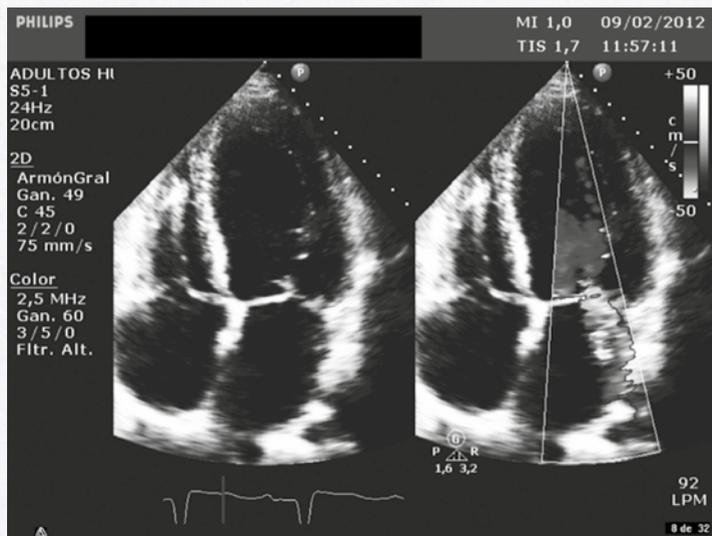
Ecocardiograma proyección 4 cámaras: válvula mitral de aspecto normal con chorro de insuficiencia mitral moderada-severa excéntrica con efecto coanda.
